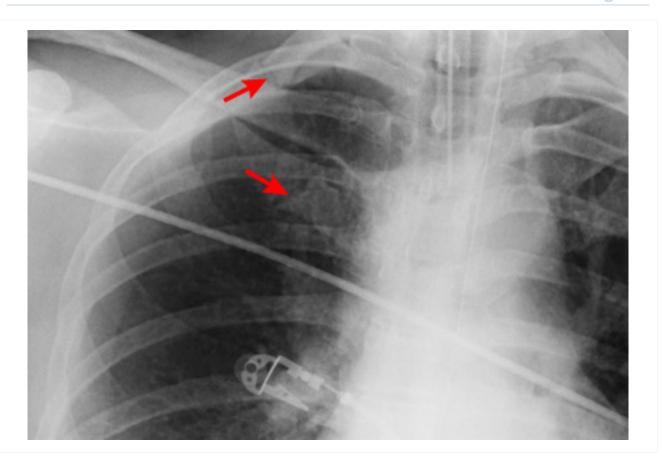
Radiografia torácica mostrando fratura da primeira costela
